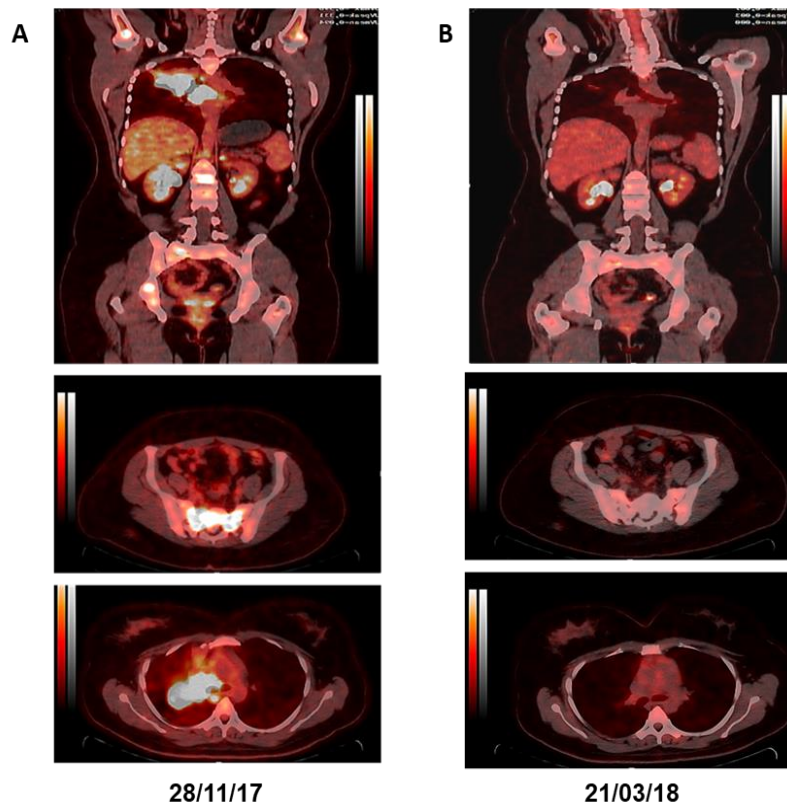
Evaluación por PET_CT de la enfermedad A) PET-CT basal, B) PET_CT evaluación a las 12 semanas de iniciado tratamiento con gefitinib.
